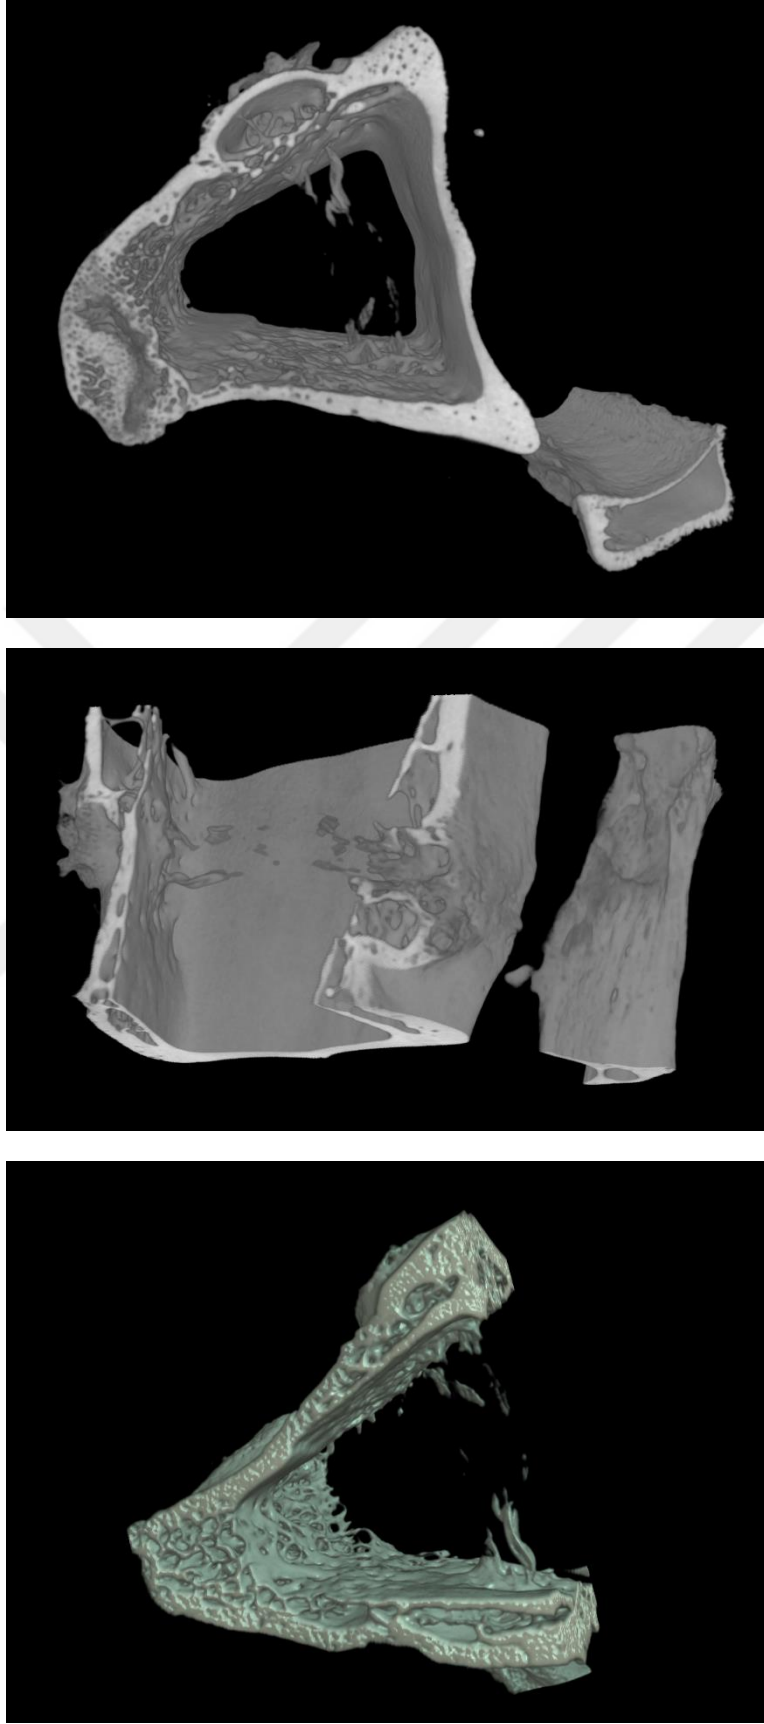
Grup I (Deney Grubu) 12'nci hafta mikro – BT görüntüleri (A-B) sagital, (C-D) koronal, (E-F) aksiyel kesitler. Tünel çevresi kalsifikasyon alanları (beyaz oklar).
